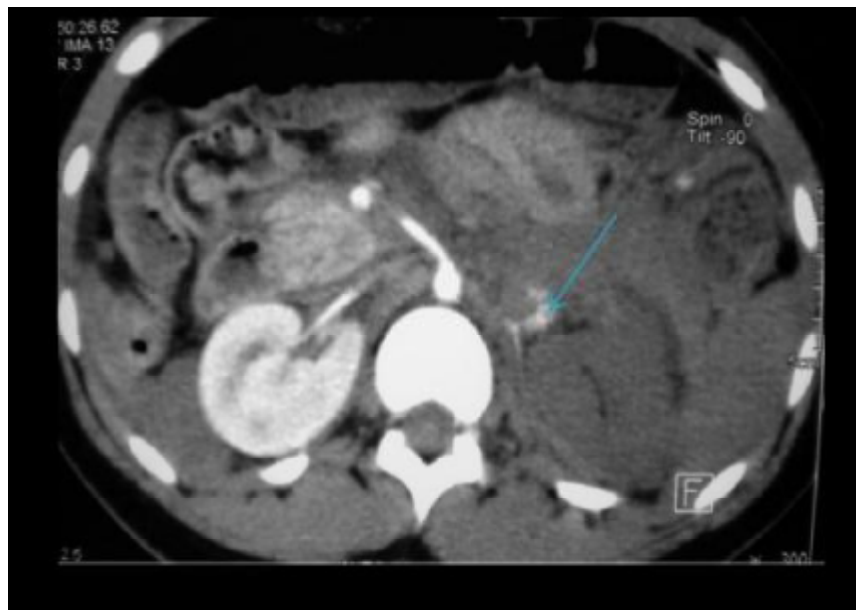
TDM abdominale au temps artériel : Défaut de réhaussement complet du rein gauche avec extravasation du PC (▲): Avulsion du pédicule artériel : Stade V [90]
